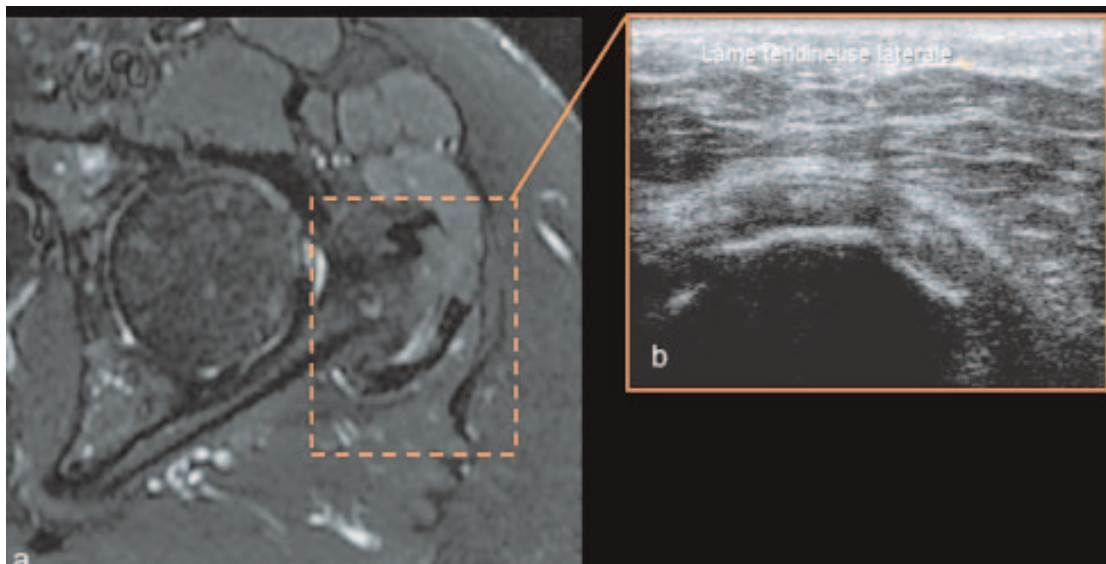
Péritendinite de la lame tendineuse latérale : en IRM (a) hypersignal péri-tendineux, en échographie (b) tendon hétérogène augmenté de volume et lame hypoéchogène au contact.
